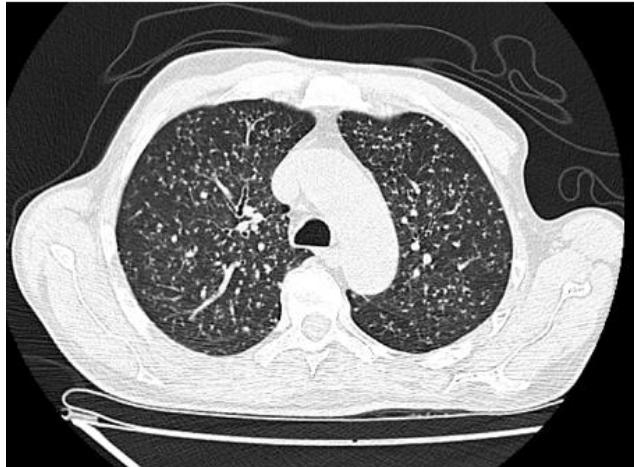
TC de tórax que evidencia opacidades con patrón miliar en cuatro cuadrantes.
